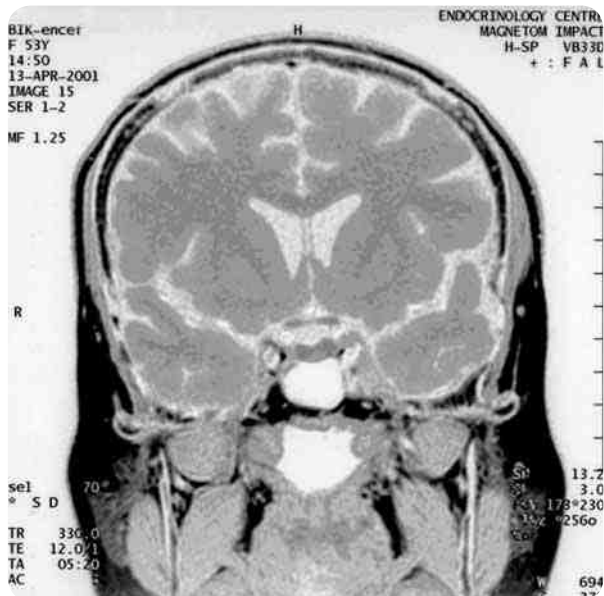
МРТ: микроаденома (< 10 мм)
